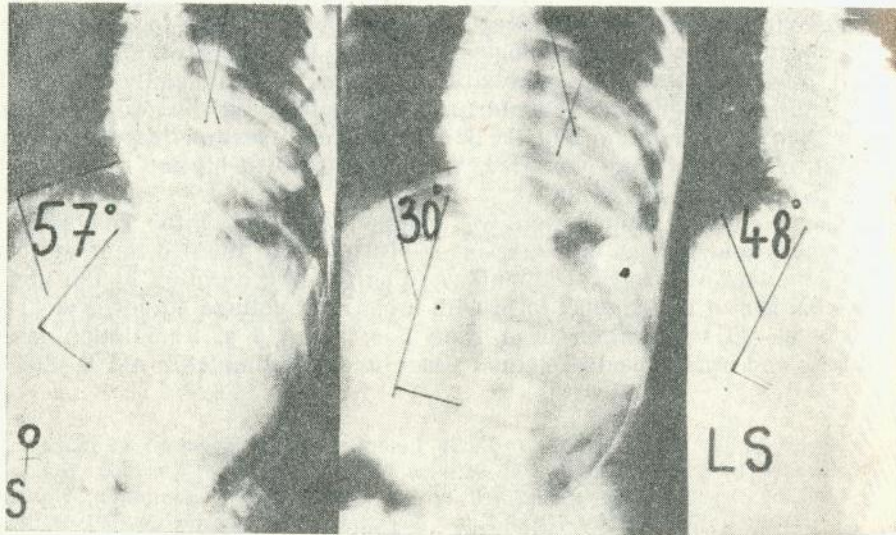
x-ray record of the spine before FES (on the left), during FES while testing (in the middle), and after a fortnight treatment (on the right). There can be noticed an essential lessening of the curve which is most evident during the stimulation.
